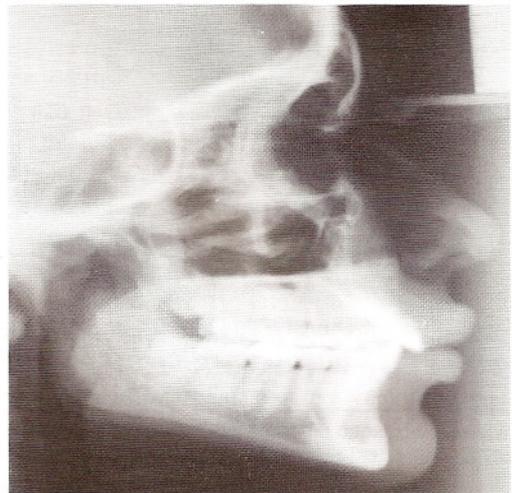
Telerradiografia Inicial (caso clínico ilustrativo).
